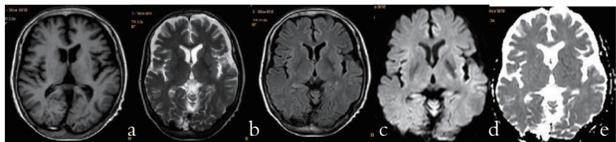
Wernicke 脑病患者治疗后的MRI图像 (与上图同一病例)
